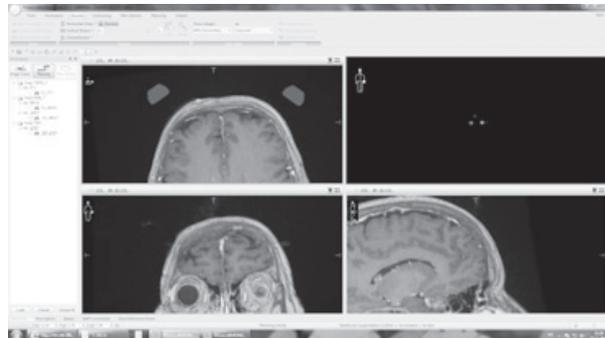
Данные МРТ головного мозга с контрастным усилением той же больной с отсутствием визуализации данного рецидива правой лобной доли, с наложением его размеров и расположения по данным ПЭТ
